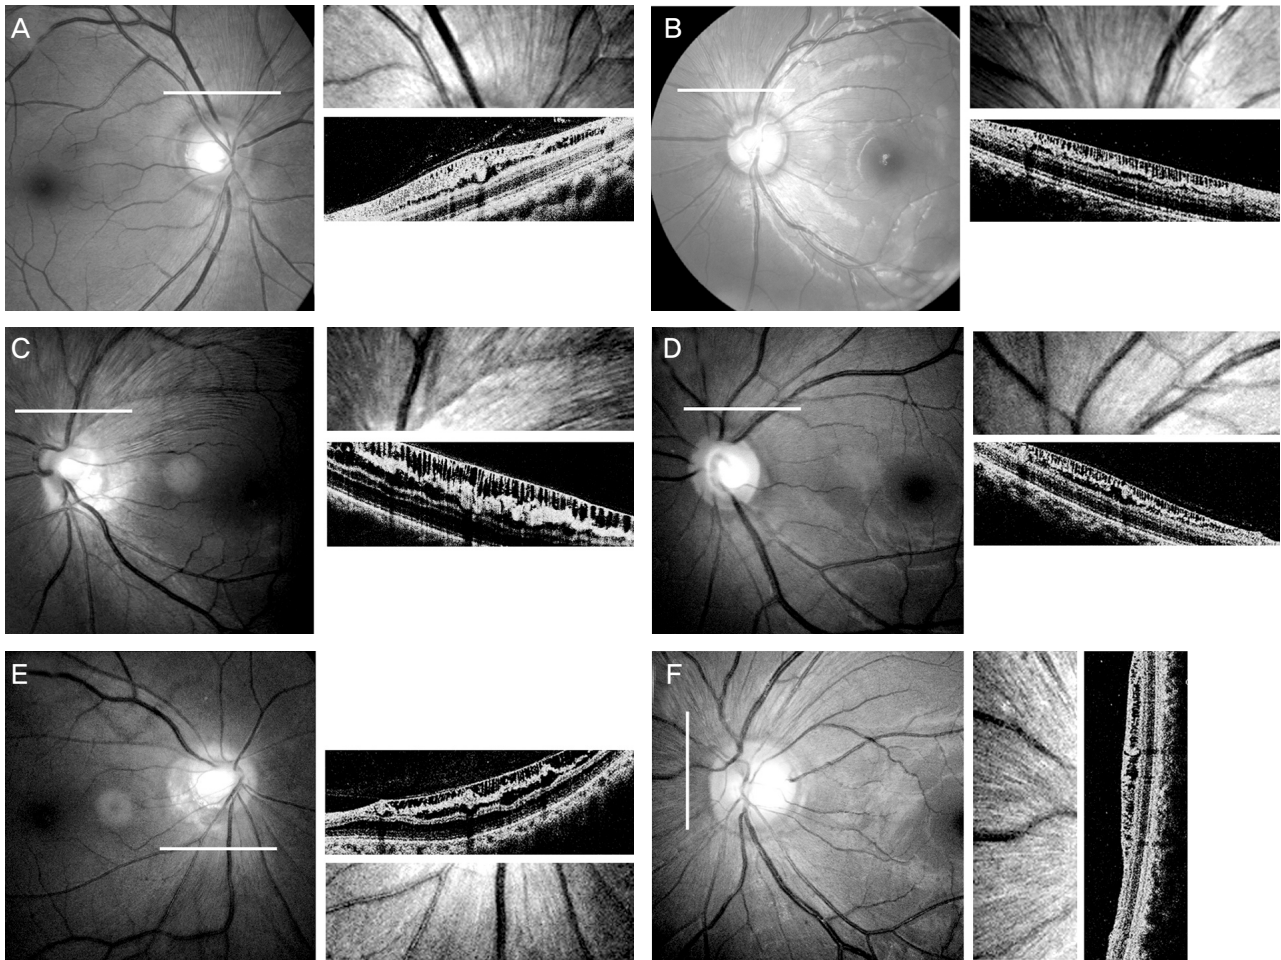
Fundus photographs, magnified images and cross-sectional images of the fundus in areas with peripapillary retinoschisis (white lines) obtained by optical coherence tomography in non-glaucomatous eyes with peripapillary retinoschisis (A, case 1; B, case 2; C, case 3; D, case 4; E, case 5; F, case 6).
